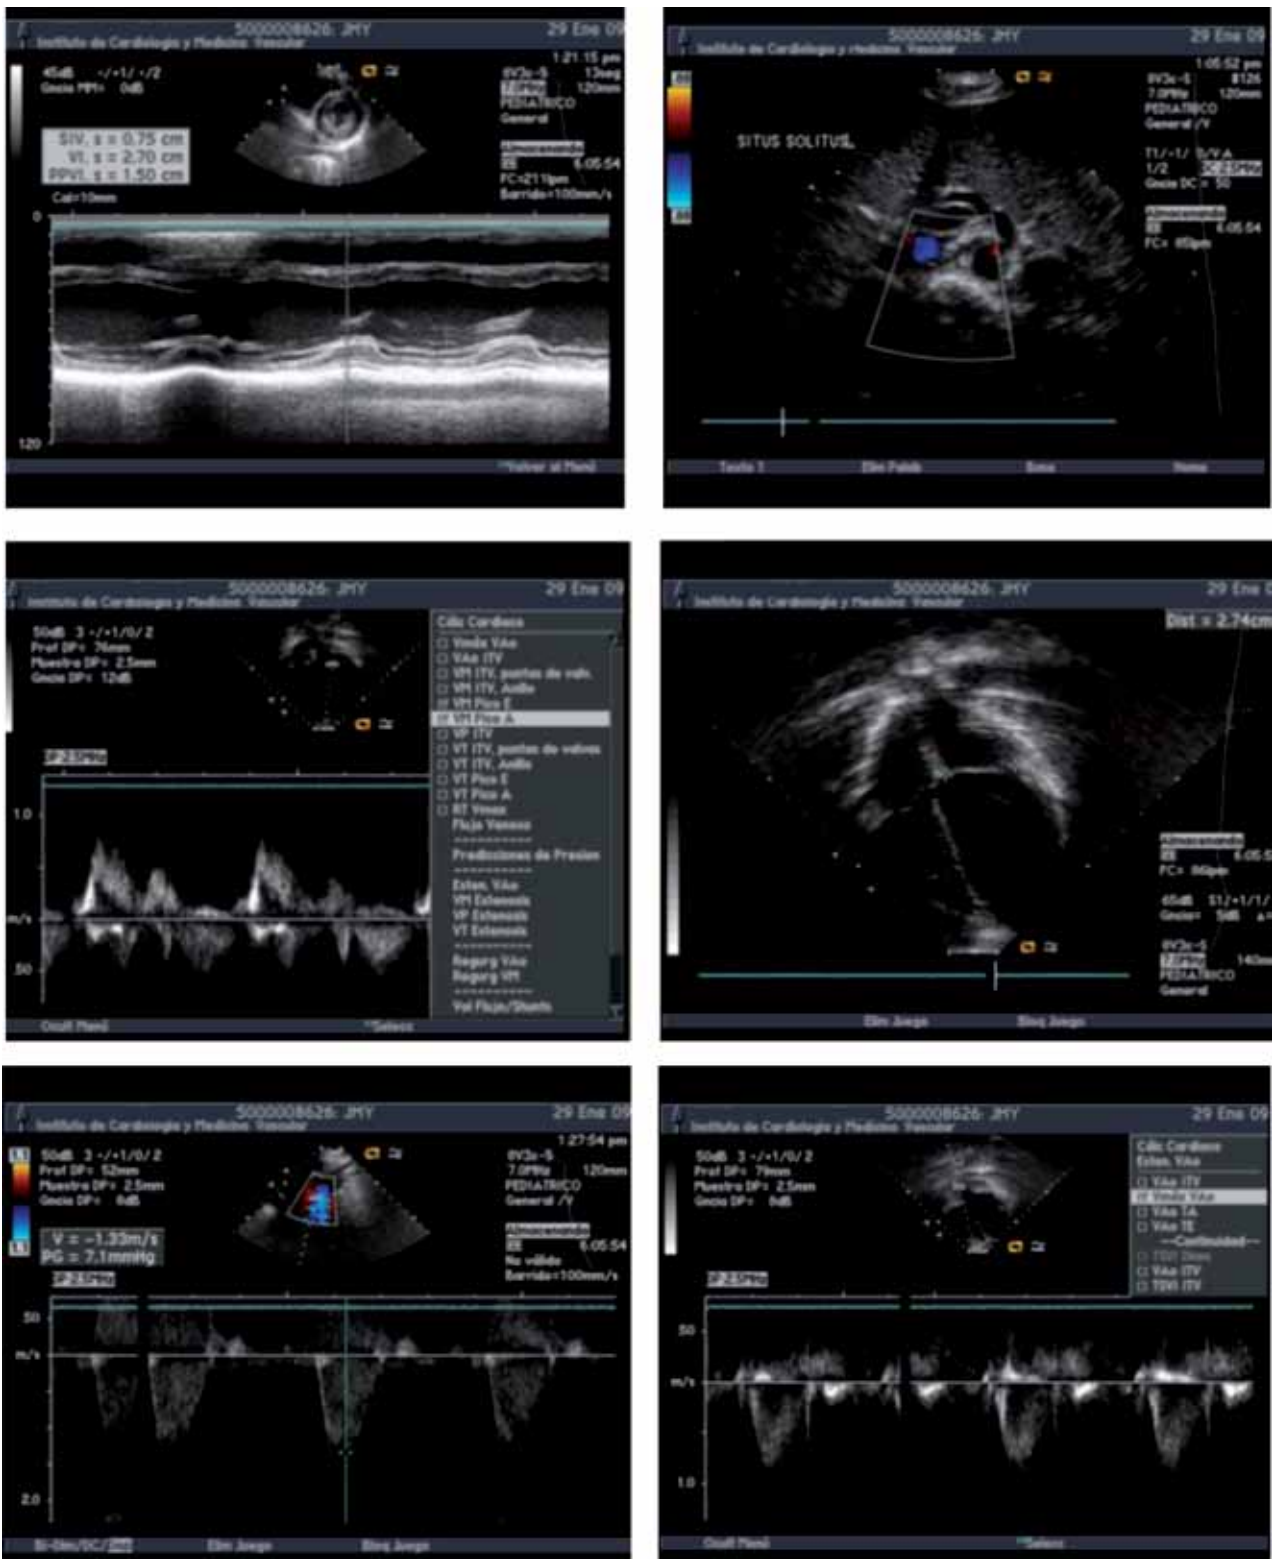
Ecocardiograma 2 (29-01-2009)
